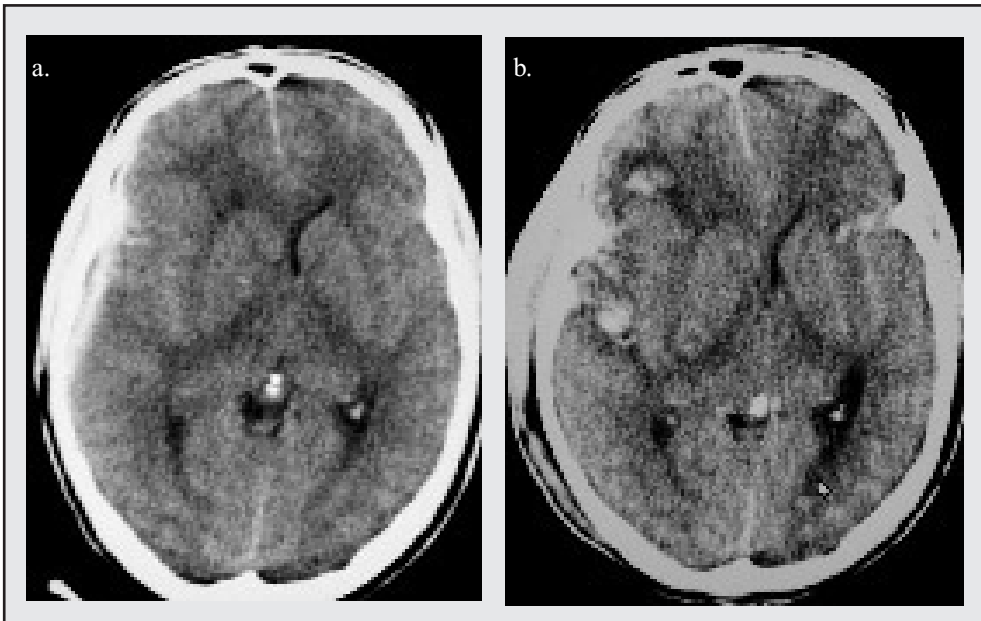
a y b. Contusiones que “crecen”. TAC inicial y de control. Contusiones frontales y temporales que aumentan su tamaño en examen de control . Pequeño hematoma subdural temporal asociado.
